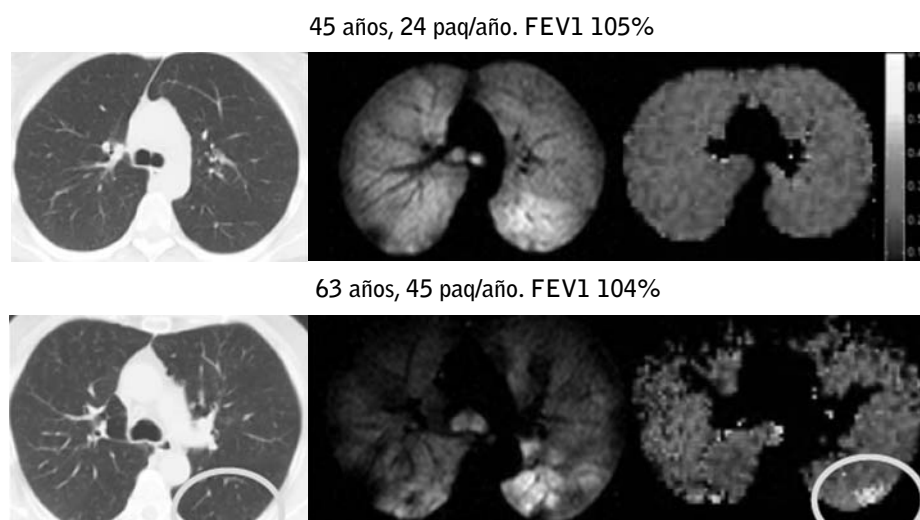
Imagen de CT y de mapa de ADC de rango largo de dos sujetos fumadores asintomáticos, con FEV1 normal, pero con distinta intensidad de tabaquismo acumulado. Puede apreciarse la existencia de zonas de irregularidades en la distribución de la ventilación que se asocian a la existencia de agrandamiento de los espacios aéreos (tonos más brillantes) que no se detectan con la determinación de las UH de la CT. (Cortesía de Prof. T.A. Altés. Universidad de Virginia).
